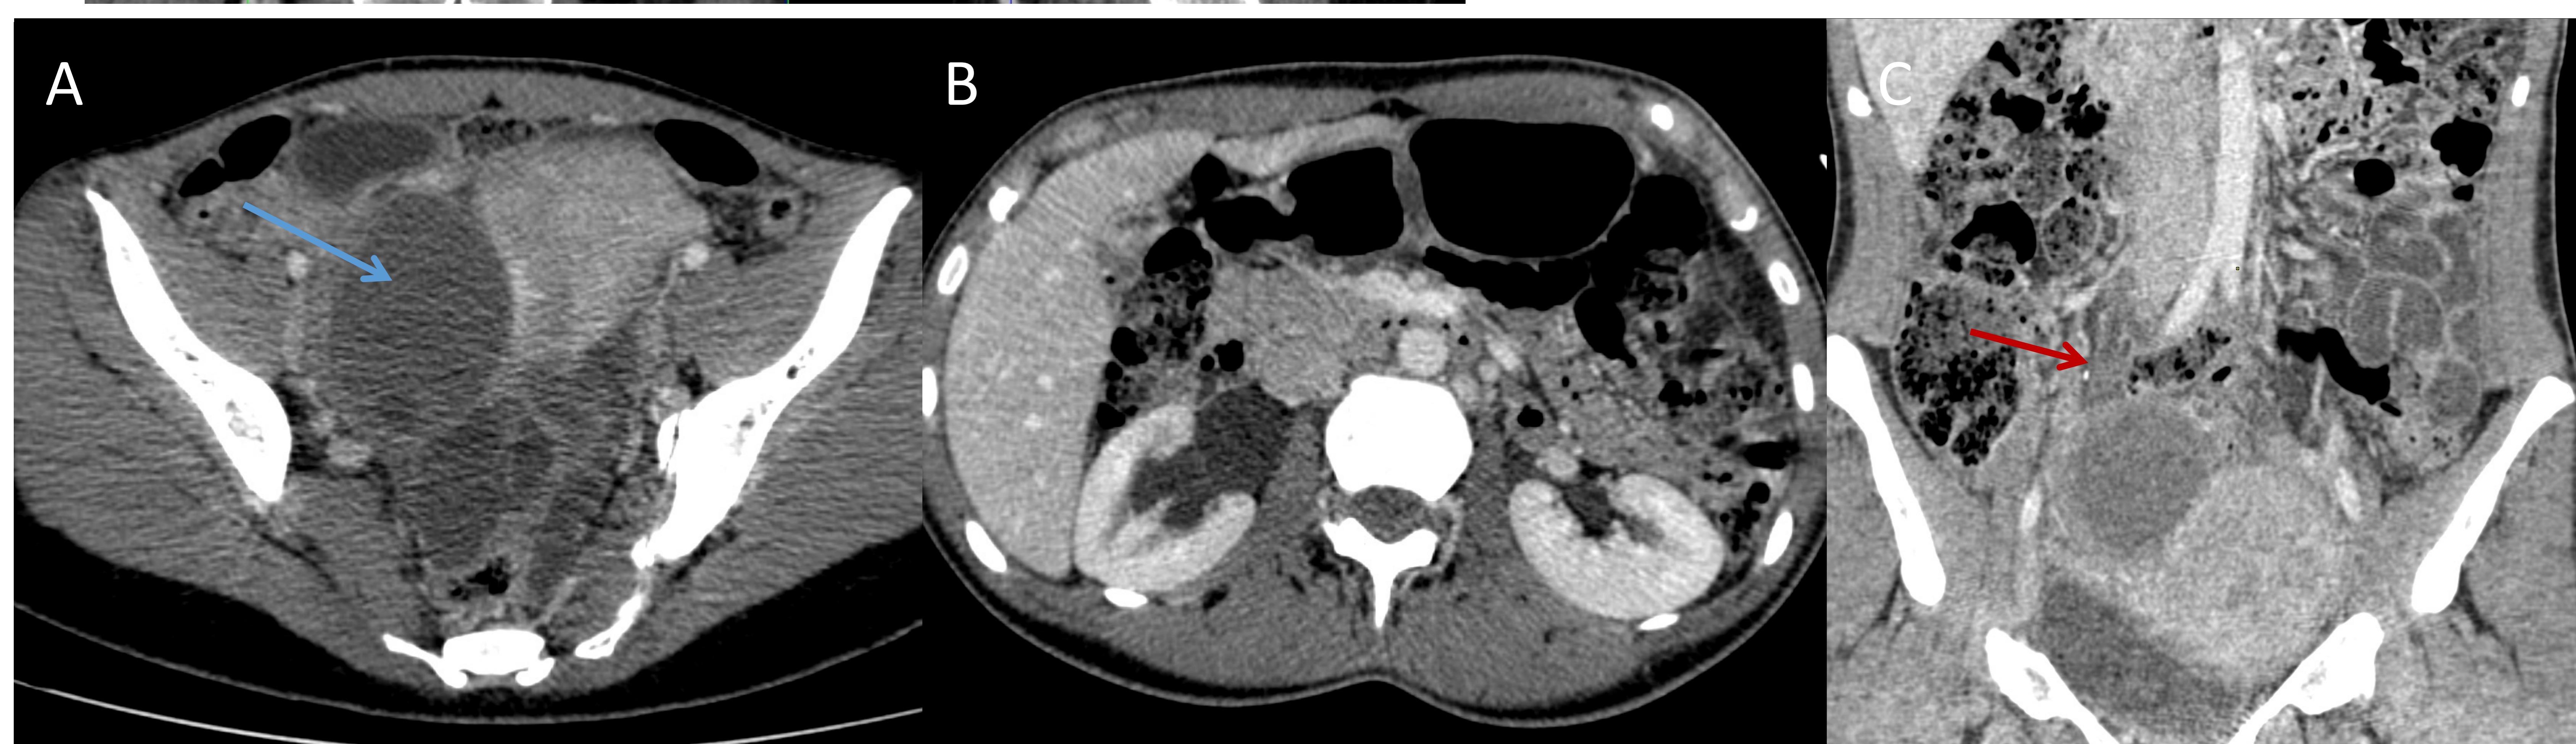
Paciente de 43 años con endometriosis conocida que acude a urgencias por dolor abdominal con parámetros analíticos de fracaso renal. A) En el TC abdominal con CIV en fase venosa portal se identifican múltiples colecciones hipodensas de paredes gruesas a nivel del fondo de saco de Douglas, la mayor de ellas localizada probablemente en anejo derecho (→). B,C) Llama la atención la presencia de ureterohidronefrosis derecha observándose que el uréter se encuentra dilatado hasta que contacta con las lesiones quísticas (→). Los hallazgos son compatibles con obstrucción de la vía urinaria secundaria a los quistes endometriósicos.
